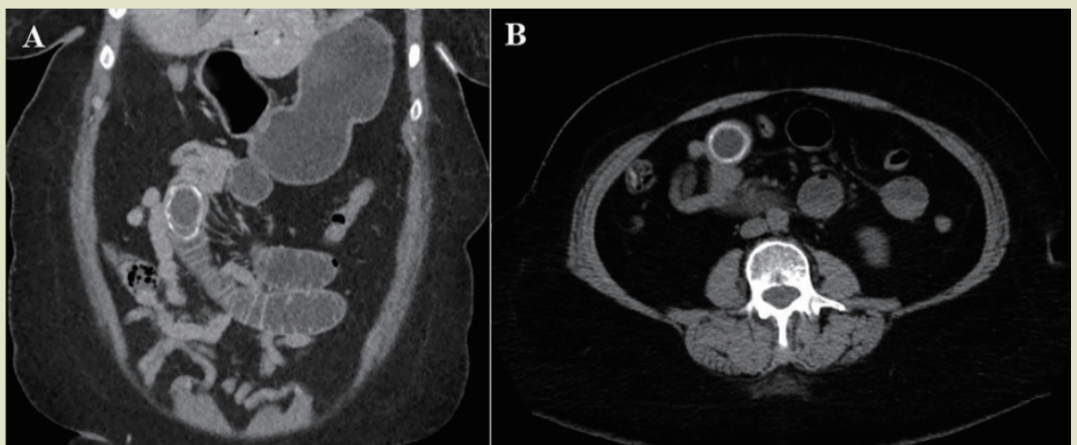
腹部 CT 显示 (A: 冠状切面, B: 轴切面) 一个 5 cm 长的结石, 周围钙化物阻塞空肠
